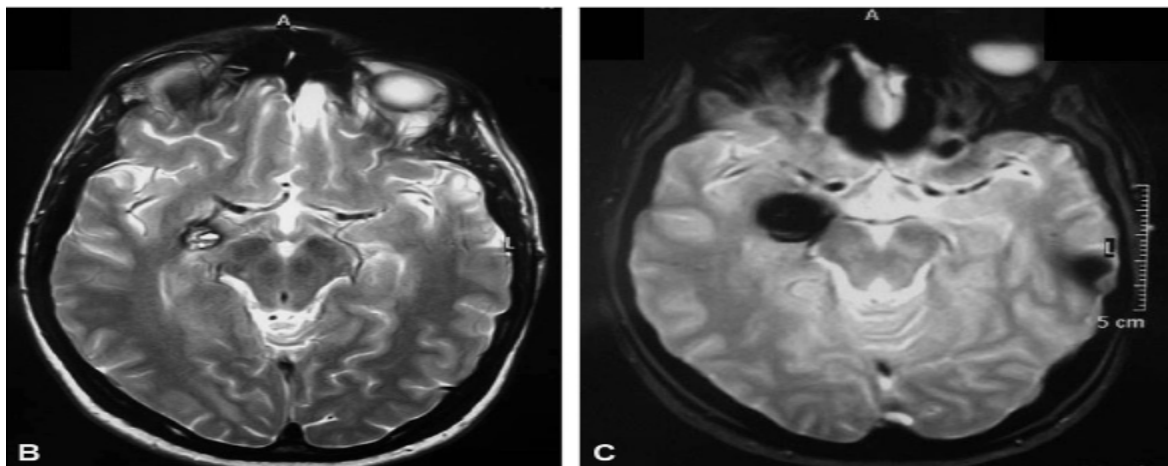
Cavernome hémisphérique temporobasal droit. B : IRM séquence axiale turbo spin-écho ; le signal central est hétérogène d'aspect réticulé lié à des hémorragies d'âge variable ; une couronne hypointense en périphérie est due à des dépôts d'hémosidérine. C : IRM séquence axiale écho de gradient T2 (T2) ; l'hyposignal lié au dépôt d'hémosidérine majore la lésion. [71]*
